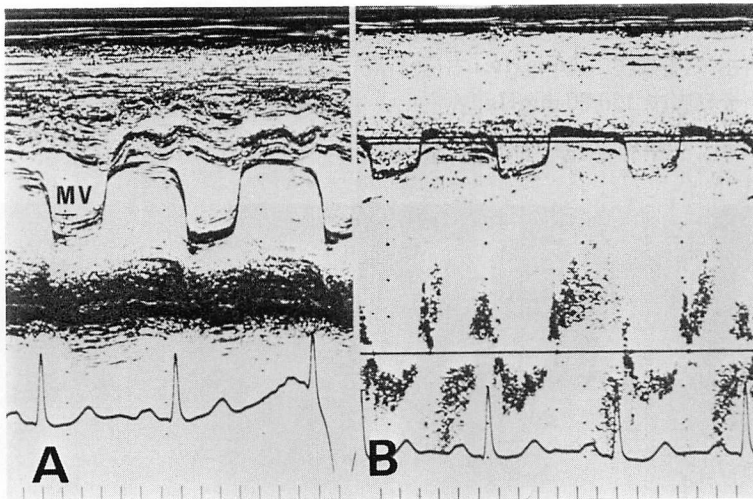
Preoperative M-mode (A) and pulsed Doppler (B) echocardiograms of the mitral valve.
